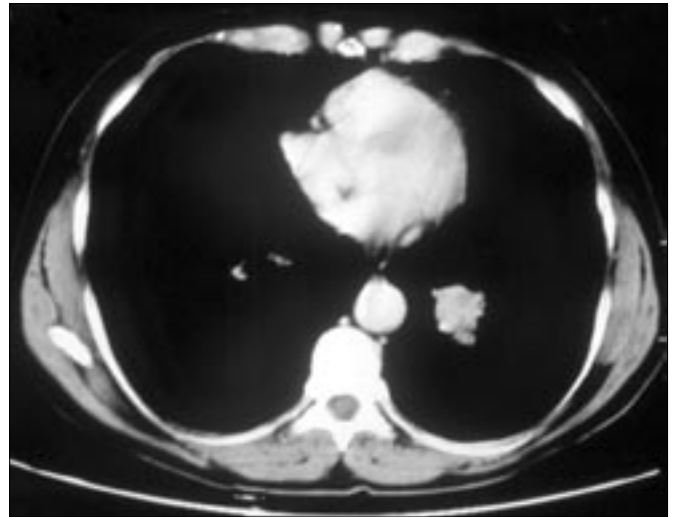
CT of the mass in the left lower lobe.
